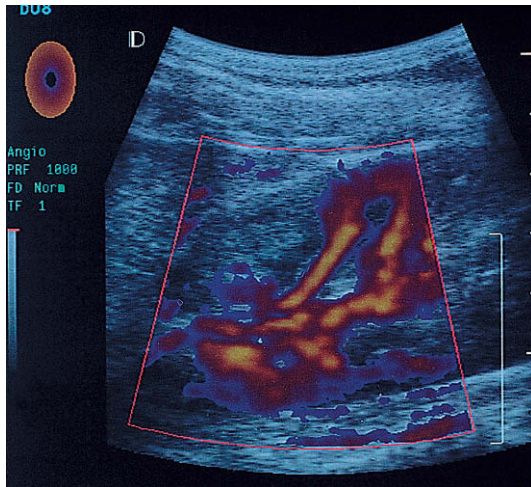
Imagen de la exploración con Doppler energía en un paciente con isquemia renal focal. Hay perfusión normal en la zona media y el polo inferior, pero la superficie anterior del polo superior es avascular.
